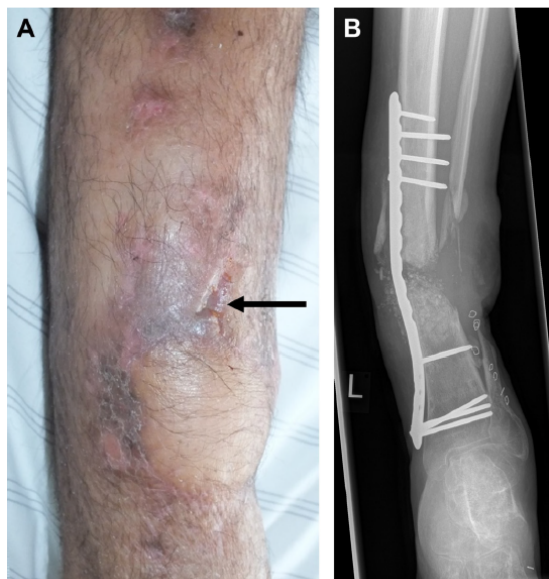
Suspected chronic osteomyelitis of the left tibia and fibula. (A) Photographic documentation of the left lower leg with clinically abnormal findings (fistula formation, see arrow). (B) Radiograph (anteroposterior, AP), plate osteosynthesis, absence of bony consolidation of the fracture associated with axial malalignment.
